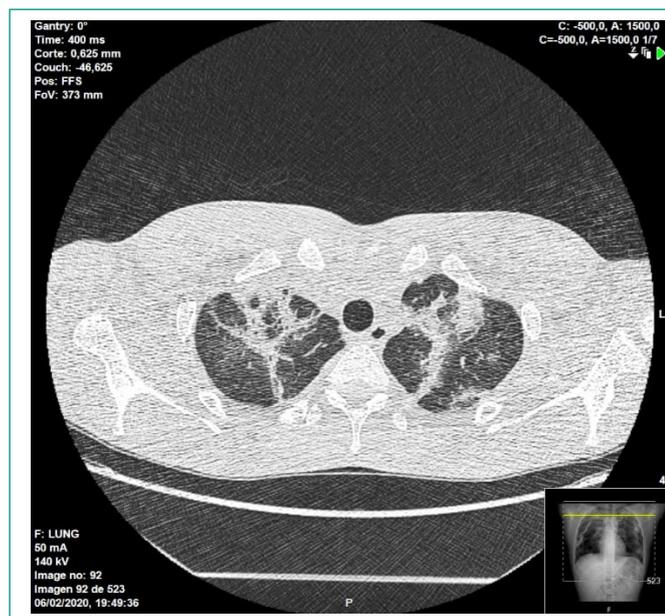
TAC pulmonar realizado el día del ingreso. Múltiples opacidades elongadas en todos los lóbulos pulmonares con áreas en vidrio deslustrado (signo del atolón) en ambos LLSS y de predominio subpleural en los LLII.
